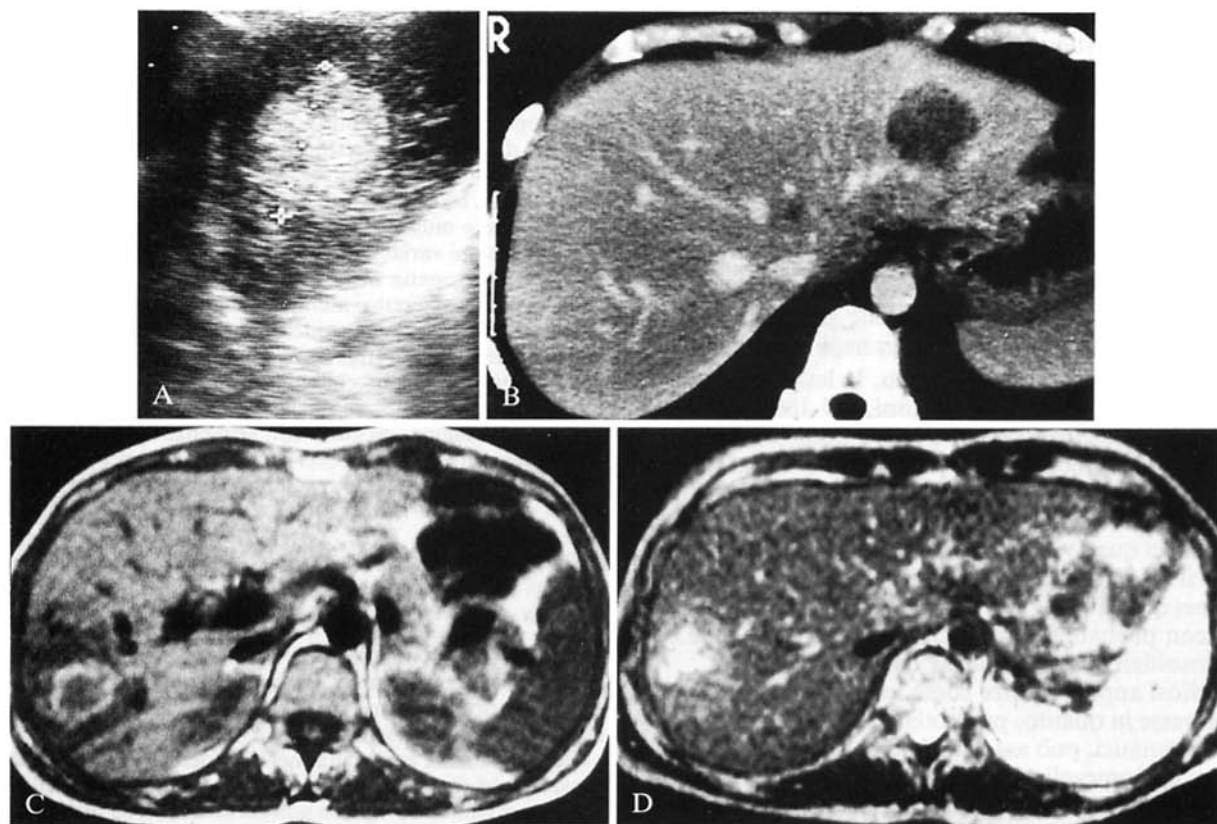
Caso 2. Lesioni peliotiche con segni di sanguinamento nel lobo epatico destro. A) Scansione ecografica sagittale sul lobo sinistro che dimostra lesione iperecogena, ben delimitata. B) Scansione TC dopo *mdc* per via endovenosa che conferma la lesione, nettamente ipodensa. C-D) scansioni RM SE T1 (TR 340/TE 20 ms) e T2 (TR 1820/TE 100 ms) che non pongono in evidenza alcuna lesione focale nel lobo sinistro; si apprezza inoltre, in entrambe, la lesione del lobo epatico destro con segnale inomogeneo suggestivo per sanguinamento nella fase sub-acuta di organizzazione.
